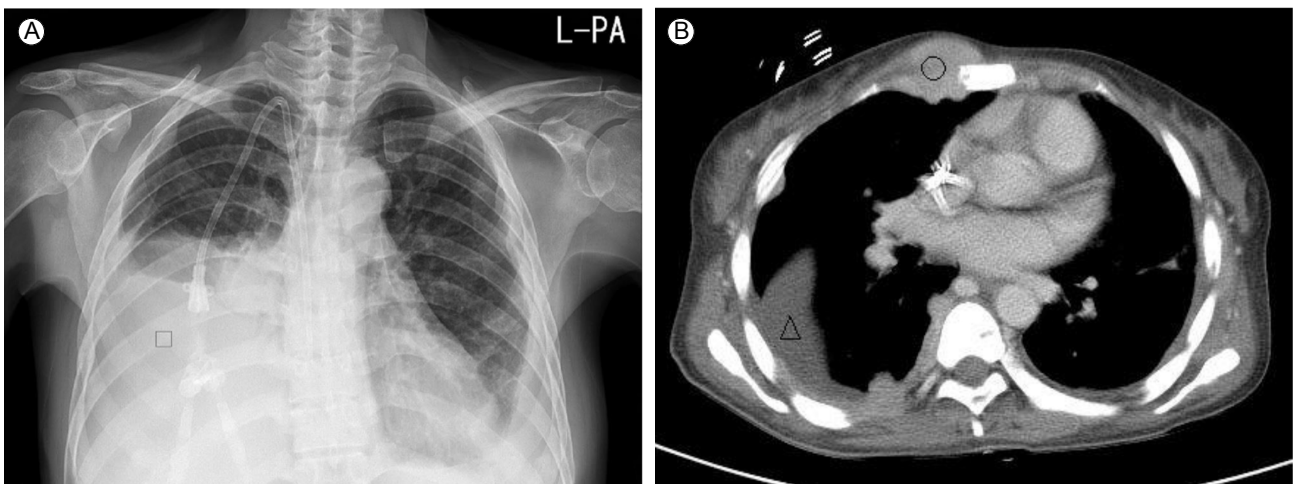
Chest X-ray and chest computed tomography (CT) scan. (A) Right pleural effusion of large volume was detected (□). (B) Extraosseous plasmacytomas in the right anterior chest wall was increased in size (○), and the right pleural effusion was of lesser volume (△) than that noted in the CT scan 2 months previously.
